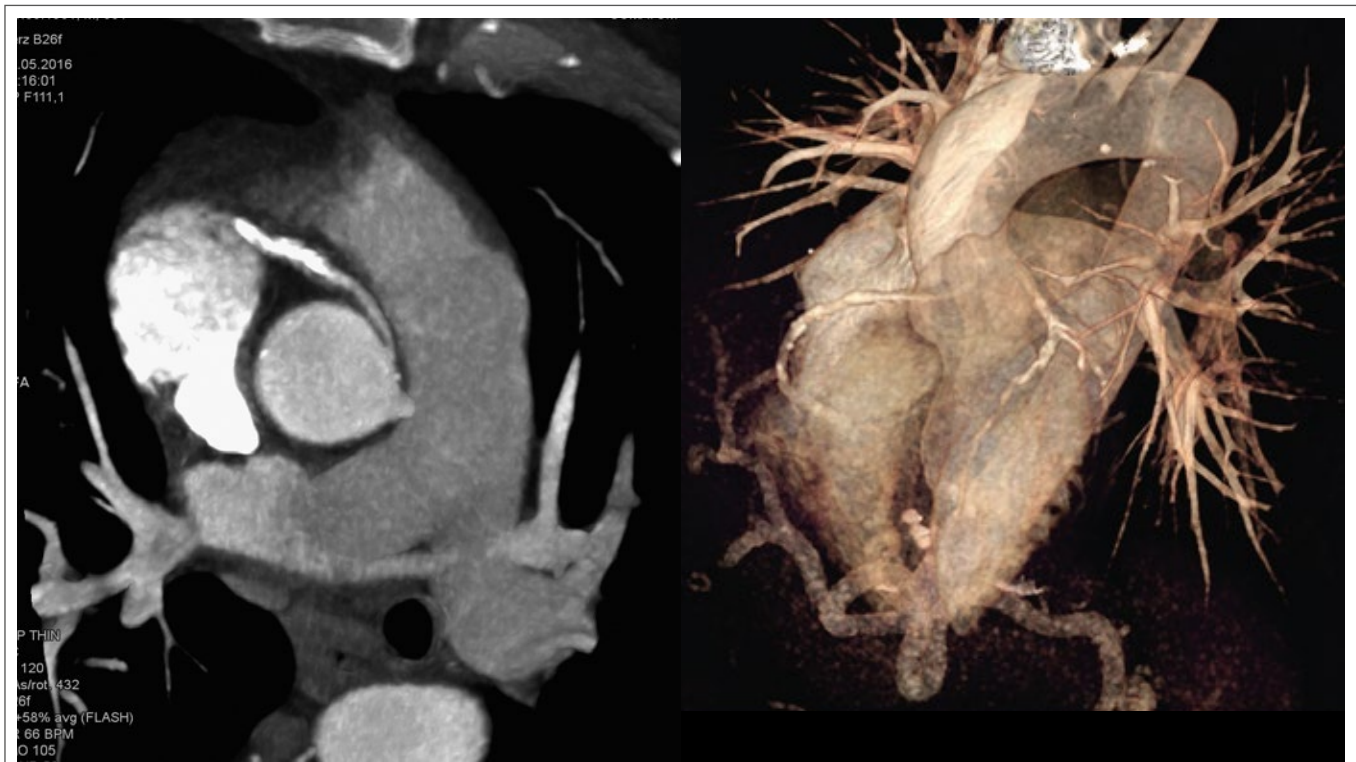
Im Koronar-CT wird das Vorliegen einer Koronaranomalie mit kontralateralem Ursprung der RCA aus dem linkskoronaren Sinus mit interarteriellem Verlauf zwischen Aortenwurzel und RVOT sowie pulsatiler Kompression entsprechend einer malignen Anomalie ersichtlich.
